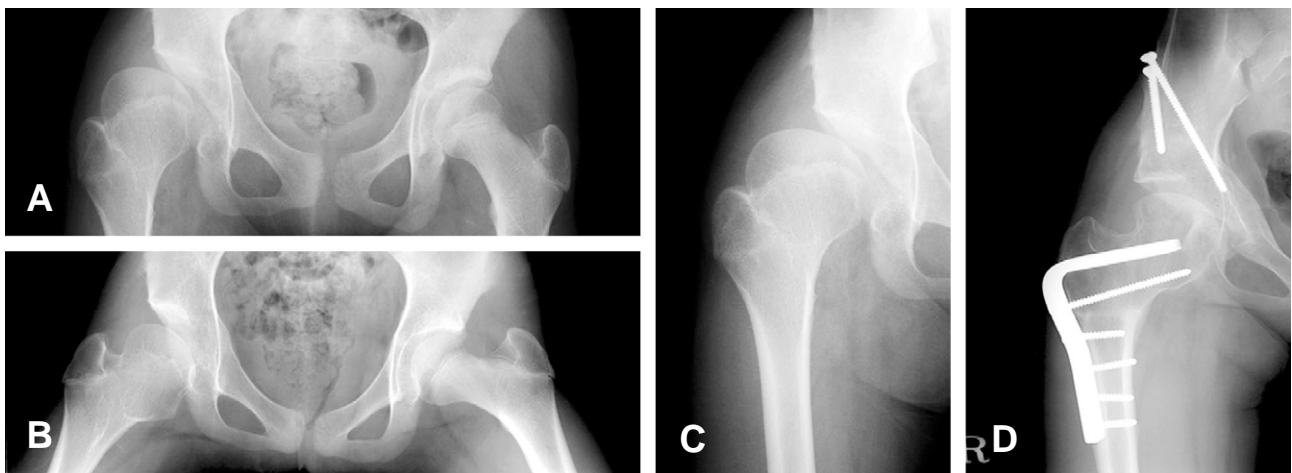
This patient is 13-year-old female. (A) Both hips AP radiograph shows dysplasia of right hip and deformed right femoral head. (B) Both hips AP radiograph with abduction and internal rotation of both hips reveals good congruity of right hip. (C) Preoperative radiograph shows dysplasia of right hip and deformed femoral head. (D) Bernses periacetabular osteotomy and varization osteotomy of proximal femur is performed.
